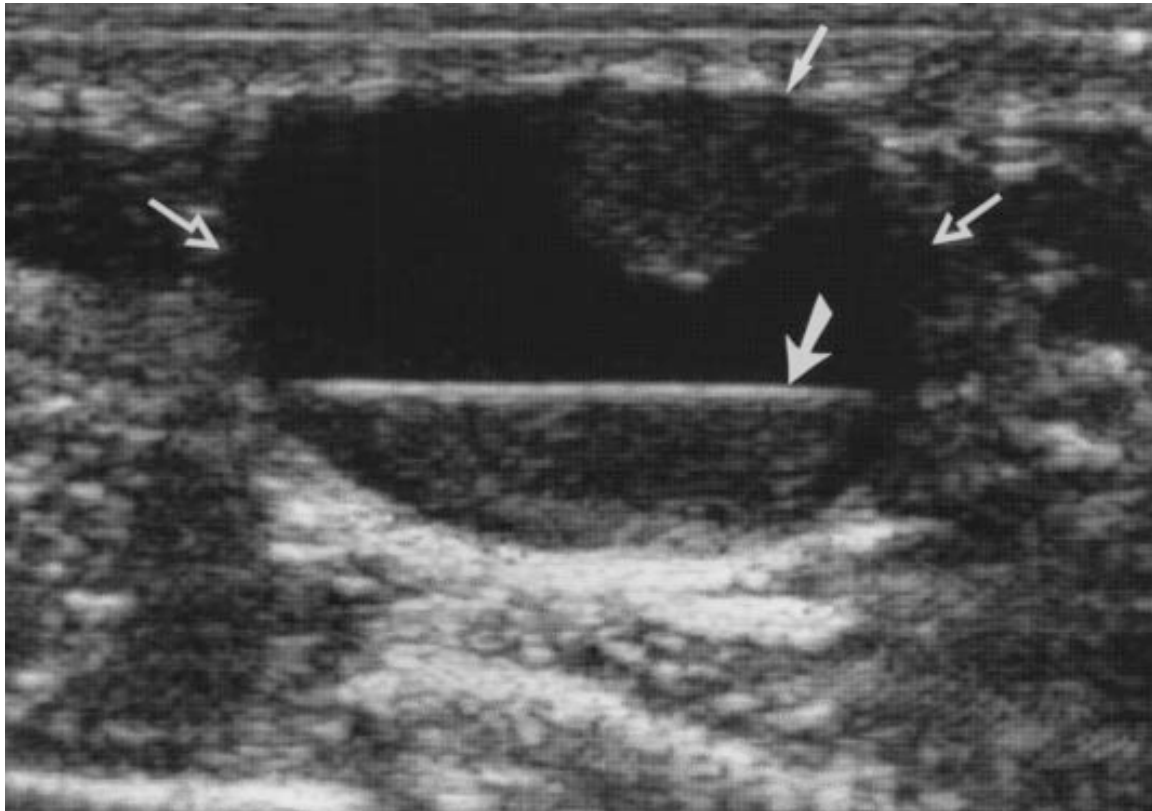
Échographie, dans le plan radial, objective une masse majoritairement kystique (flèches ouvertes) avec une projection de tissu infraliminaire (flèche mince courte) et une couche de fluide -fluide (flèche épaisse) (210).
